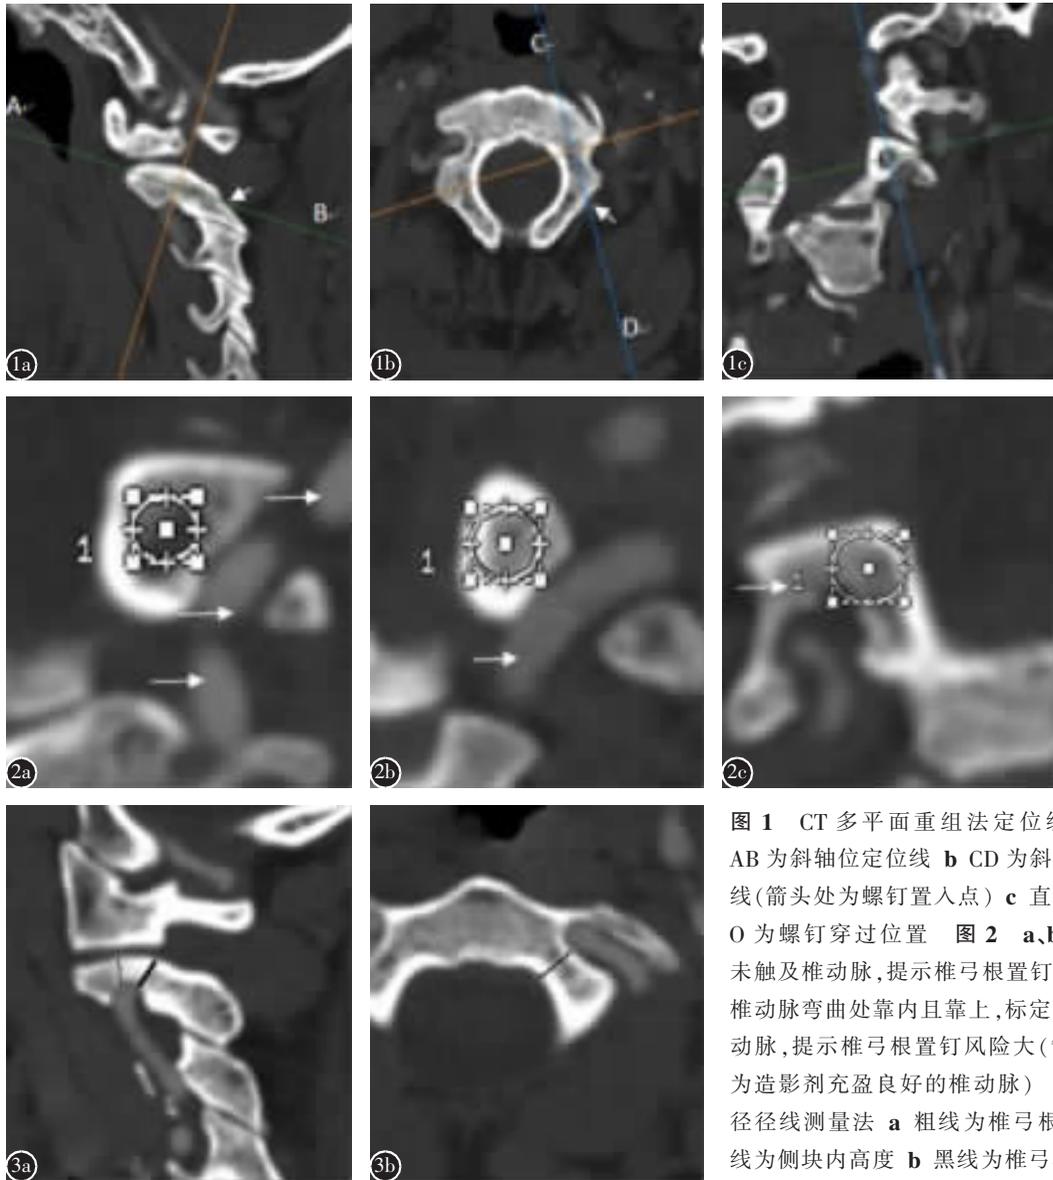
CT 多平面重组法定位线设置 a AB 为斜轴位定位线 b CD 为斜矢状定位线(箭头处为螺钉置入点) c 直线交叉点 O 为螺钉穿过位置 图 2 a、b 标定圆未触及椎动脉,提示椎弓根置钉术可行 c 椎动脉弯曲处靠内且靠上,标定圆触及椎动脉,提示椎弓根置钉风险大(箭头所指的是造影剂充盈良好的椎动脉) 图 3 内径径线测量法 a 粗线为椎弓根高度,细线为侧块内高度 b 黑线为椎弓根宽度
